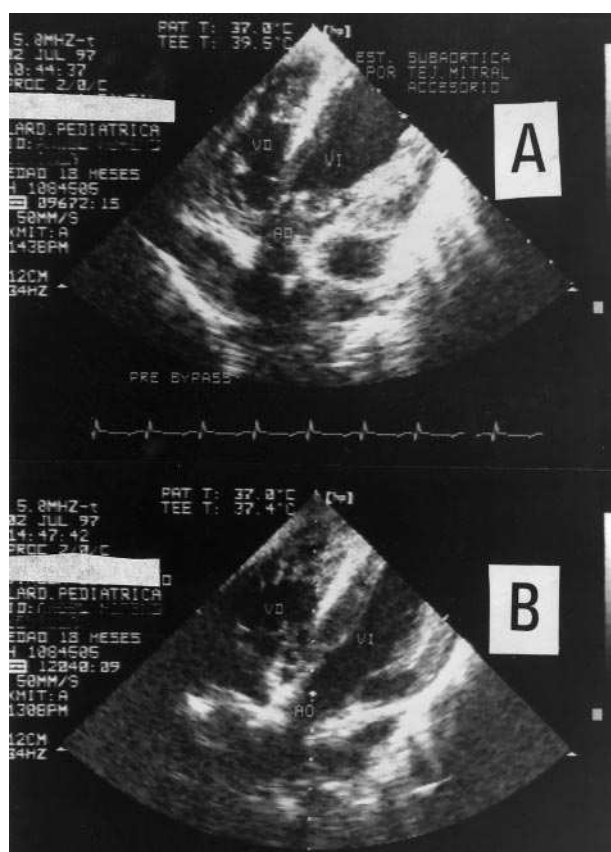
Ecocardiografía transesofágica intraoperatoria. Desde posición transgástrica se observa pre-bypass (A) el tejido mitral en forma de paracaídas en TSVI. Post-bypass (B) se observa que ha desaparecido la obstrucción en TSVI; AO: aorta; VD: ventrículo derecho; VI: ventrículo izquierdo.
